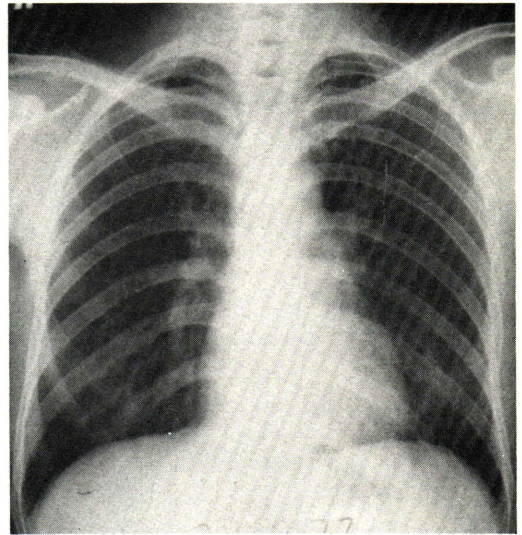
A chest radiograph taken on October 26, 1977 still showing no abnormality
